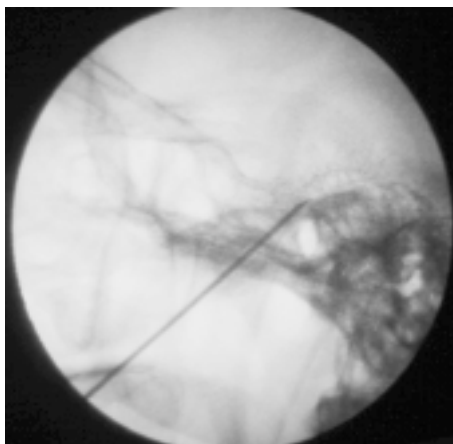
Radiografía en una proyección lateral del cráneo que muestra aguja de radiofrecuencia que penetra por el foramen oval y llega a estar en contacto con el ganglio de Gasser para la realización de gangliolisis. Se puede observar la adecuada alineación del piso de la fosa anterior, del reborde de la silla turca y de la pirámide petrosa.
